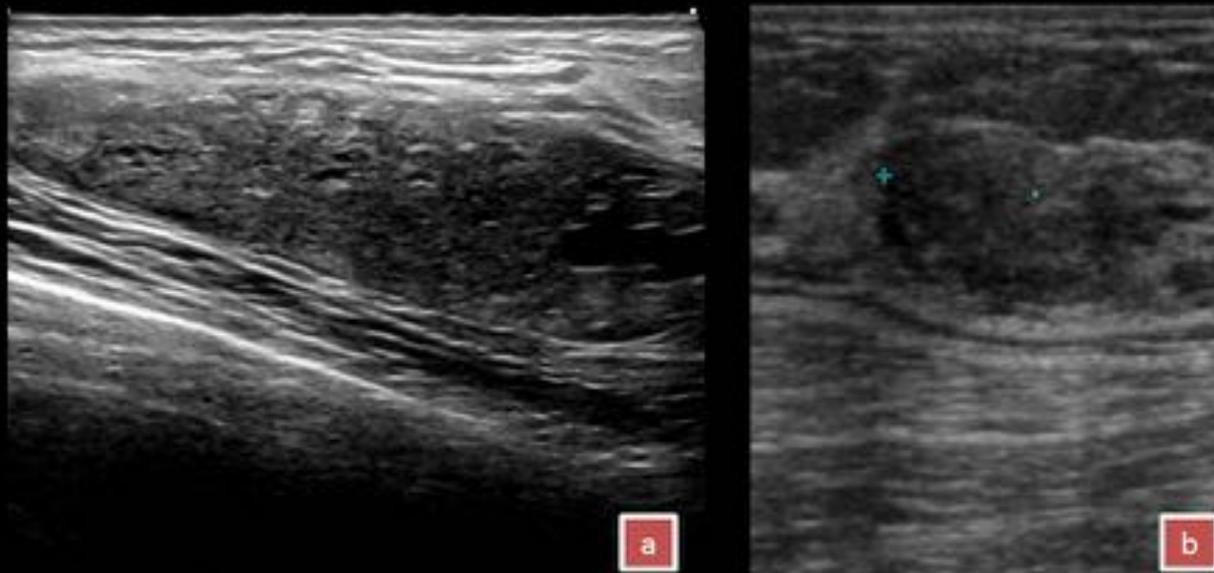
(a) Mujer de 50 años que consulta por bultoma en mama derecha. En la ecografía se corresponde con una masa heterogénea hiperecoica con pequeñas imágenes quísticas en el interior, de márgenes bien delimitados, que por biopsia se diagnosticó de PASH. (b) Mujer de 44 años que consulta por palpación anómala en la mama izquierda; en la ecografía se observó una masa de márgenes bien delimitados e hiperecoica que se biopsió con resultado de PASH.
